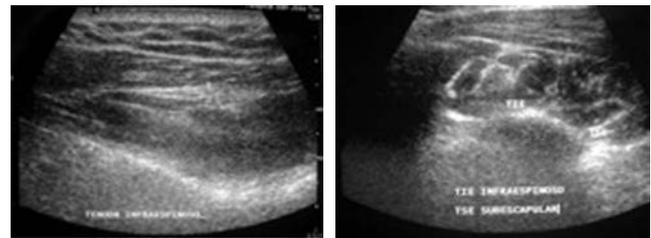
Ultrasonido de hombro que muestra aumento en la ecogenicidad a nivel de la inserción del tendón del infraespinoso, con aumento de volumen y pérdida de la morfología de las fibras musculares distales.
